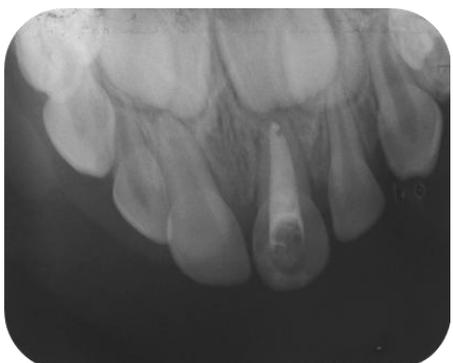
Observa-se diminuição lesão periapical dente 61. Controle 1 mês.
